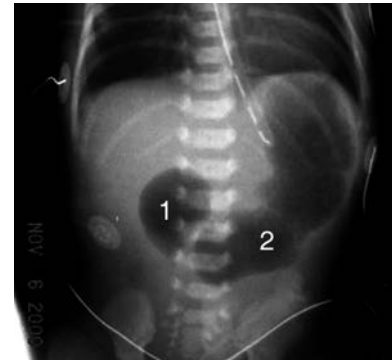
Radiografía abdominal que muestra el signo de “doble burbuja” en un recién nacido con atresia duodenal. Se numeraron las “dos burbujas”.
